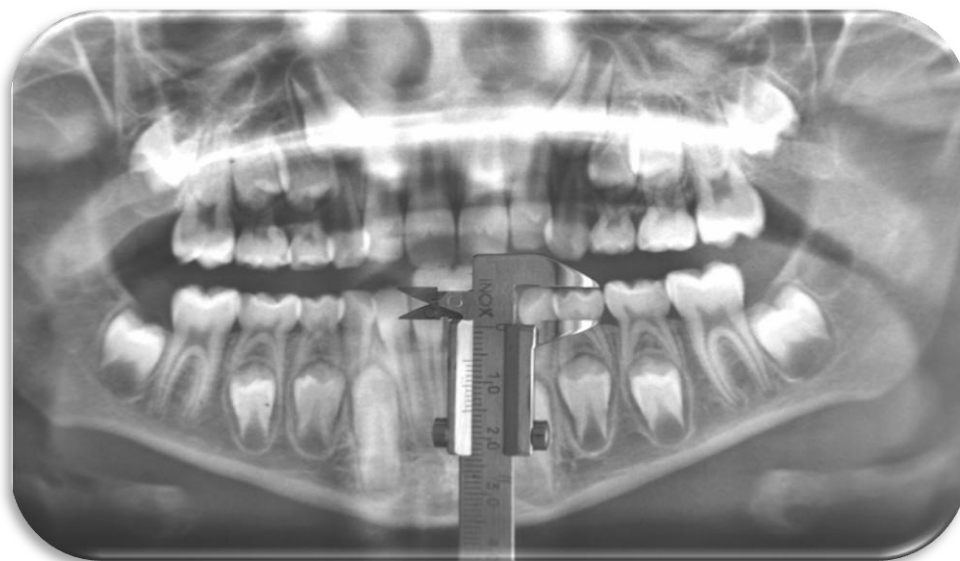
Imagen de una de las ortopantomografías pertenecientes a la muestra seleccionada para nuestro estudio.
